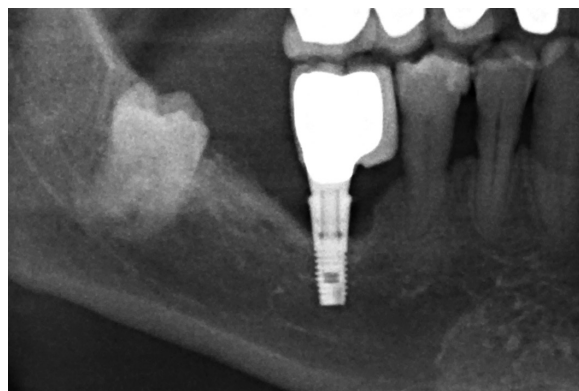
Radiografia periapical que evidencia a peri-implantite, com envolvimento ósseo circunferencial.
